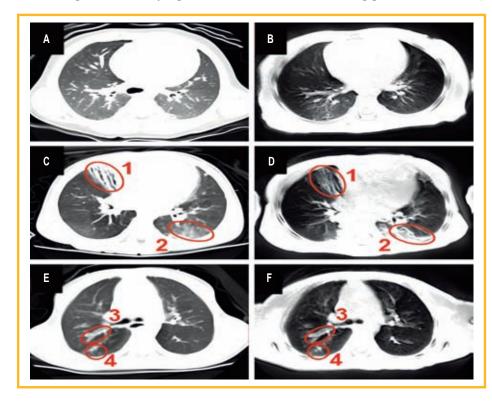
Сравнение компьютернотомографических и радиальных UTE-последовательностей по результатам магнитно-резонансной томографии у здорового пациента и больных муковисцидозом: 1 — бронхоэктазы; 2 — уплотнение по типу «матового стекла»; 3 — утолщение стенок бронхов; 4 — заполнение просвета бронха слизью [15] Примечание: UTE (ultrashort time echo) — ультракороткие последовательности.
